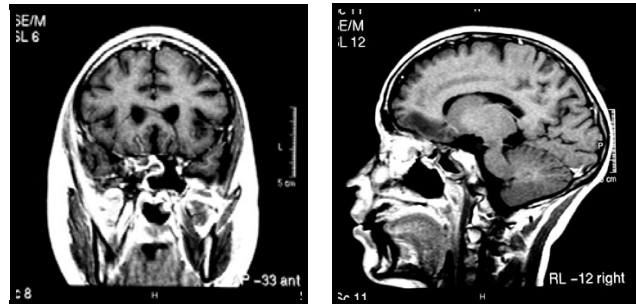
RM de un paciente pediátrico con mucormicosis rinocerebral.⁶⁸
